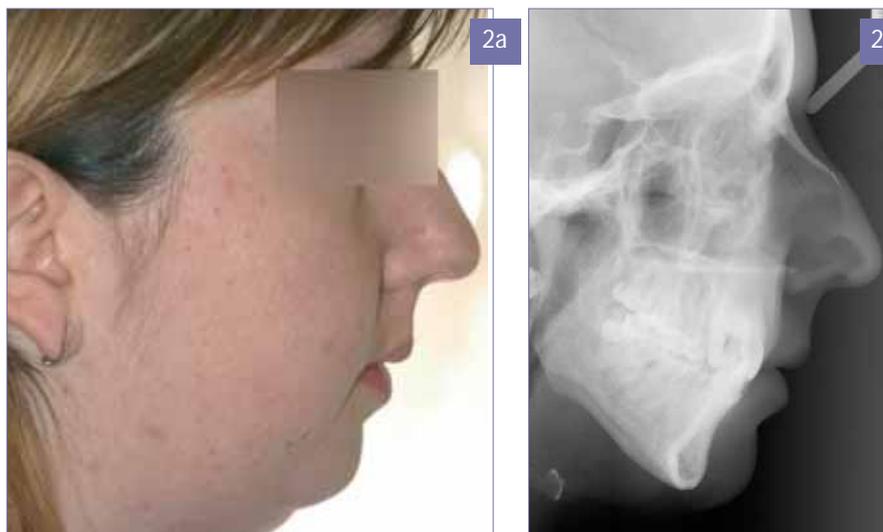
Perfil facial y telerradiografía antes del TMD.
